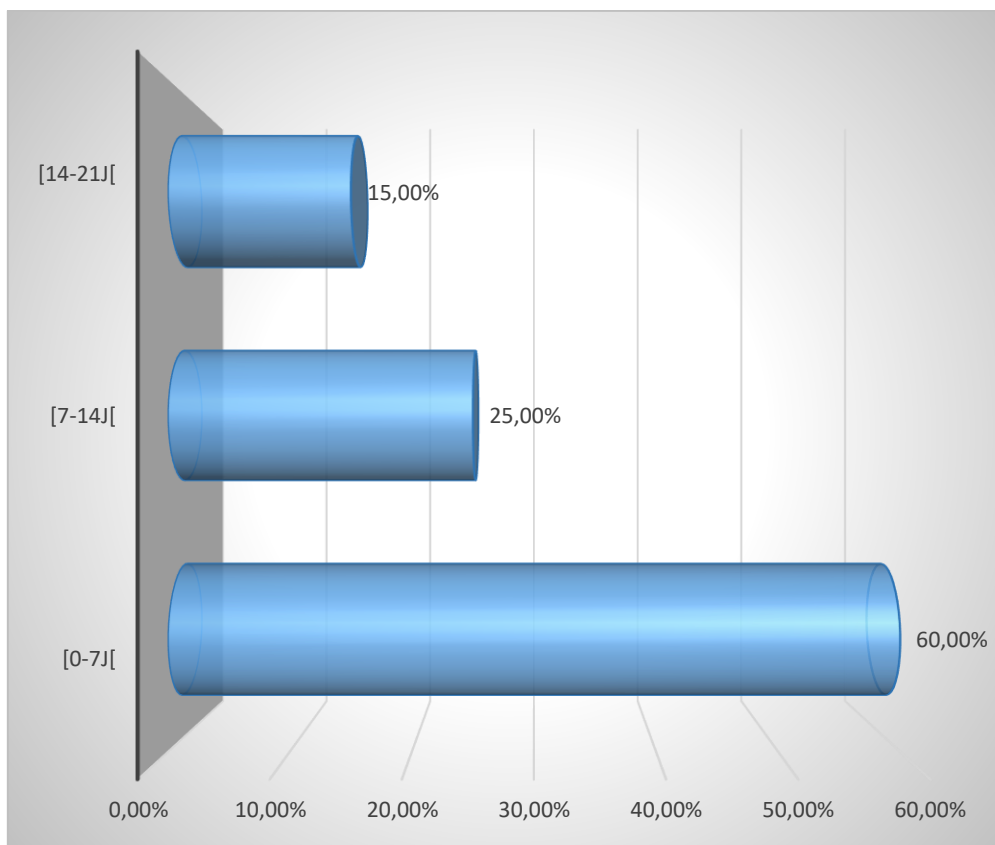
Répartition de la durée de ventilation des patients non monitorés par échocardiographie.
